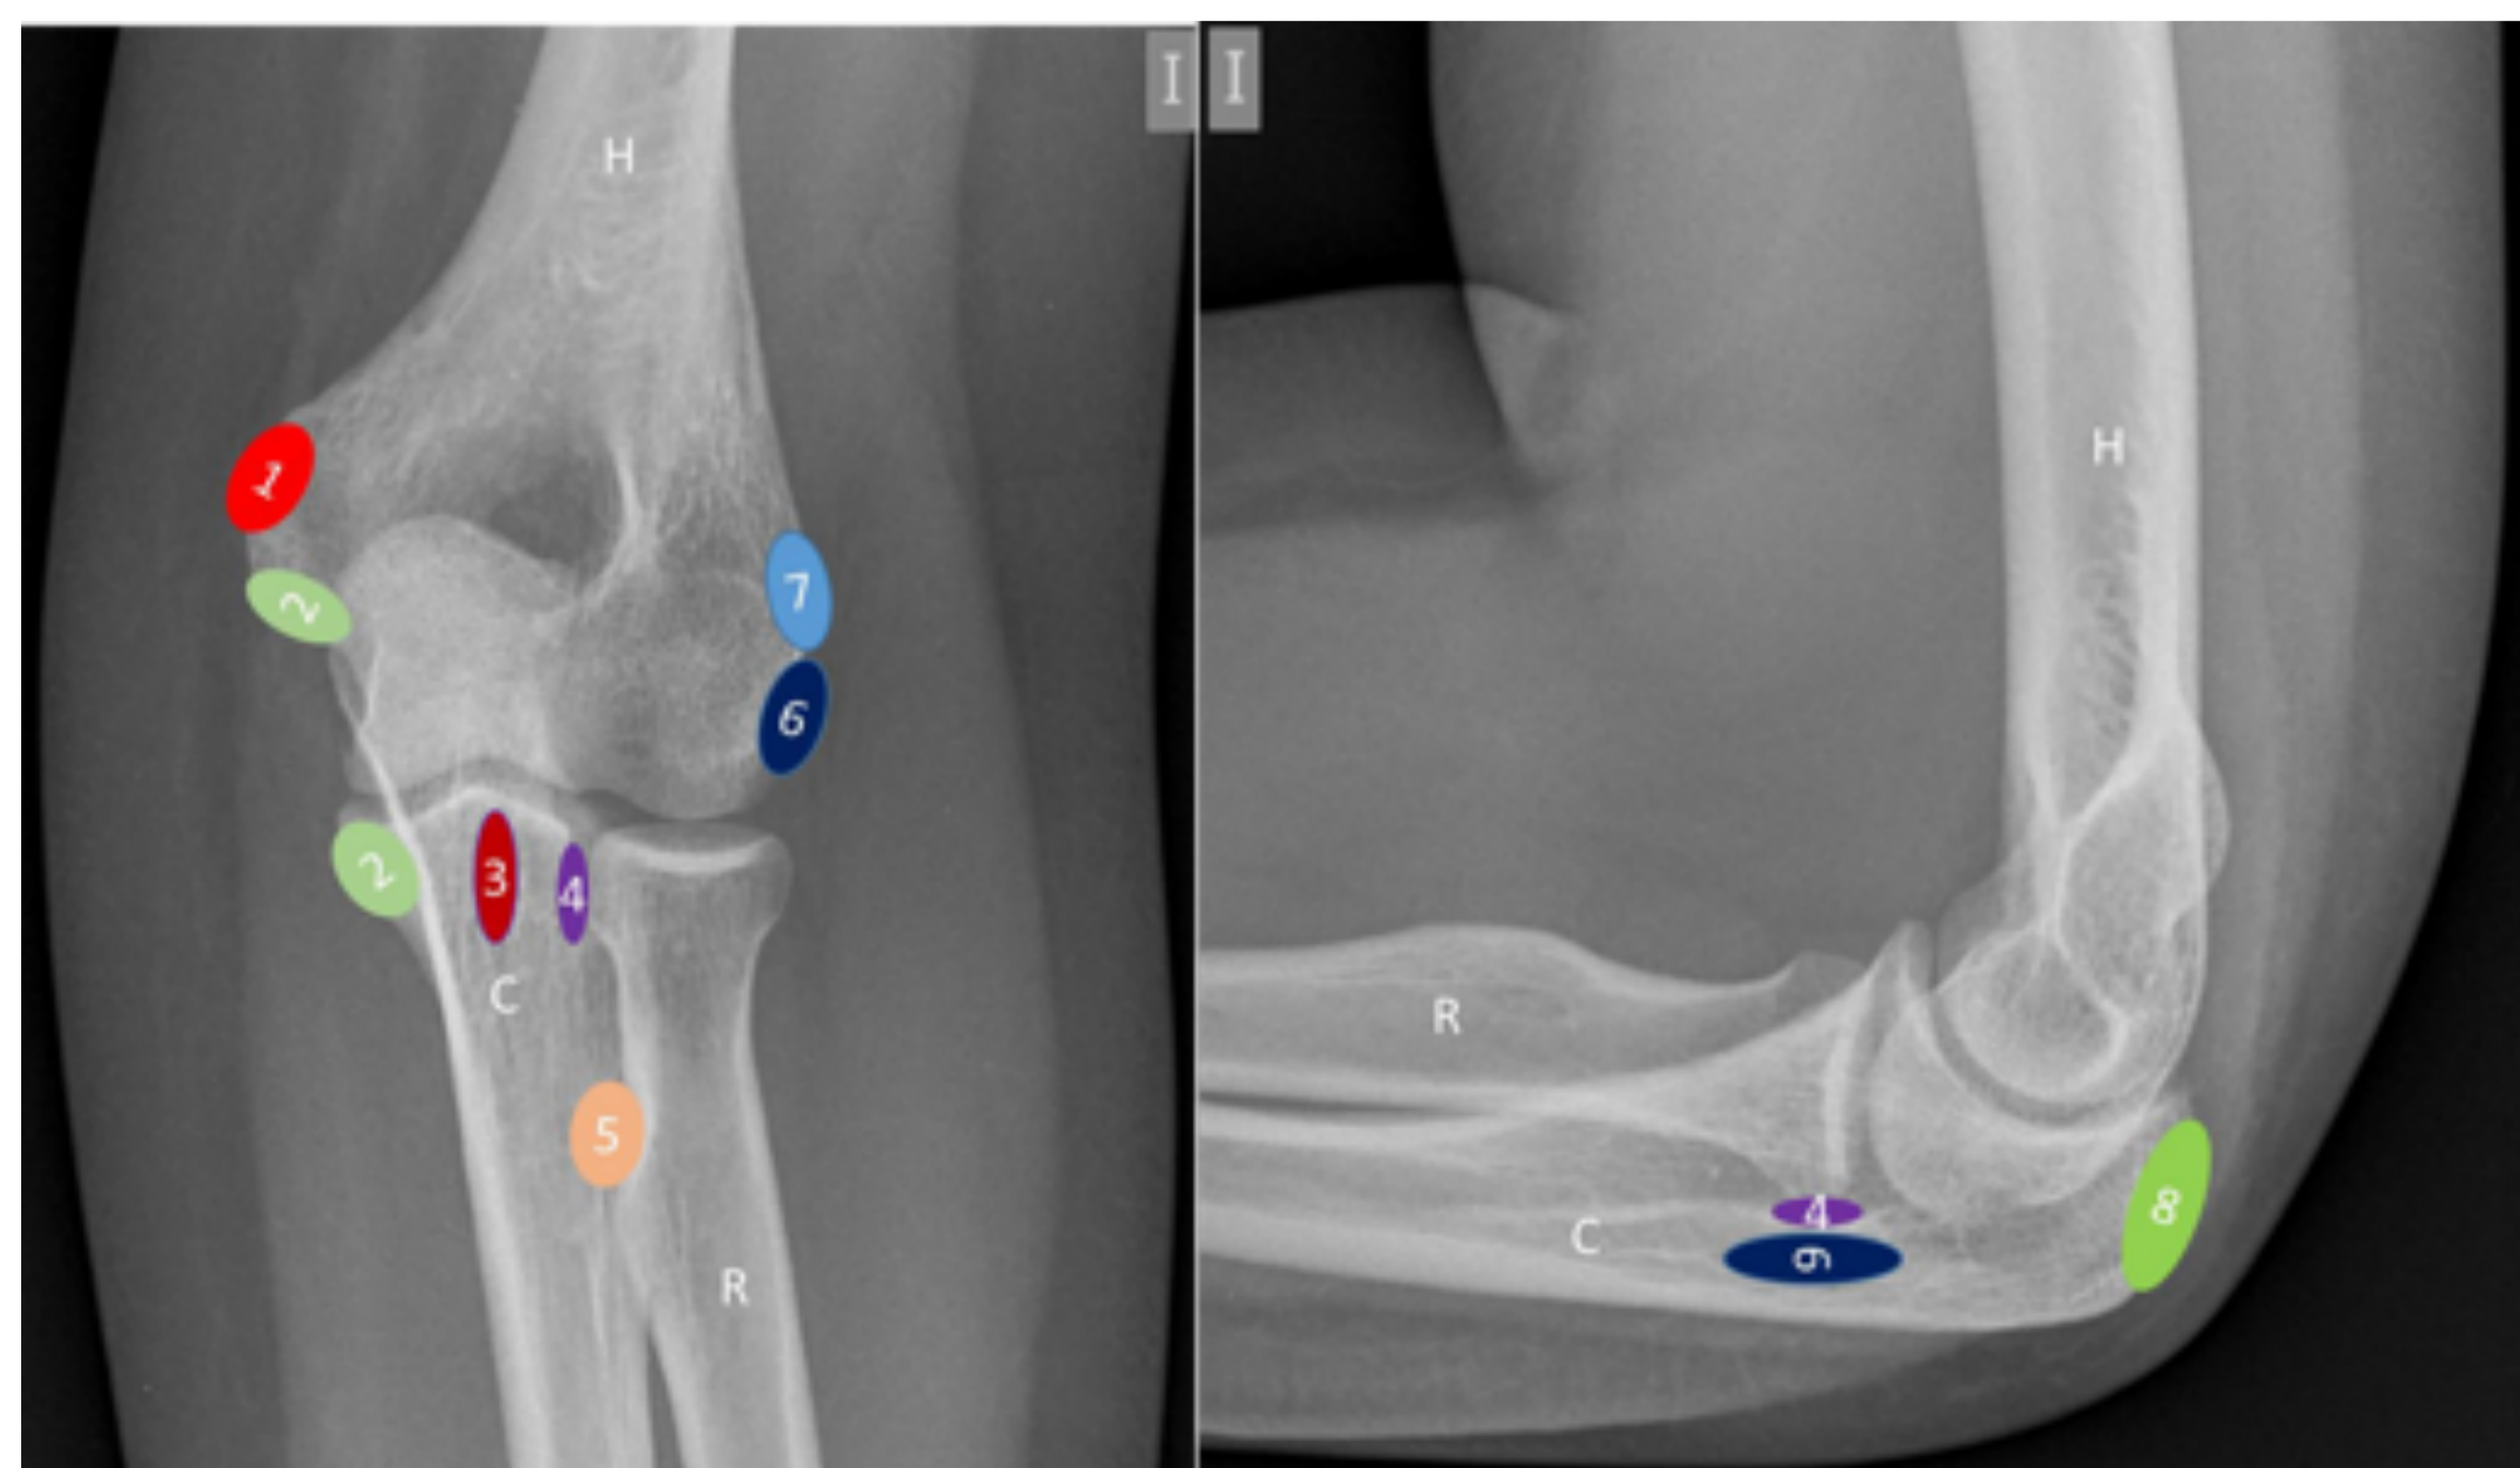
Radiografía AP y lateral de codo izquierdo. Relación de las inserciones de los ligamentos colaterales y tendones.
